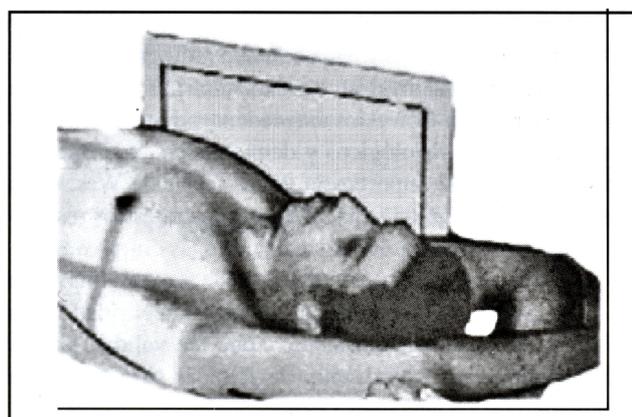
Colocación del paciente y el chasis para la radiografía de tórax translateral.
